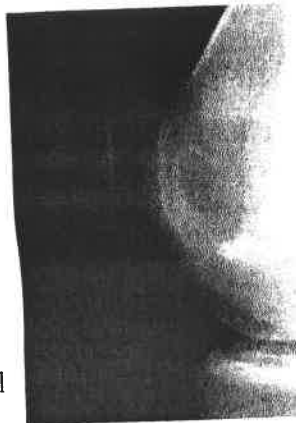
Radiografie rotulă profil
